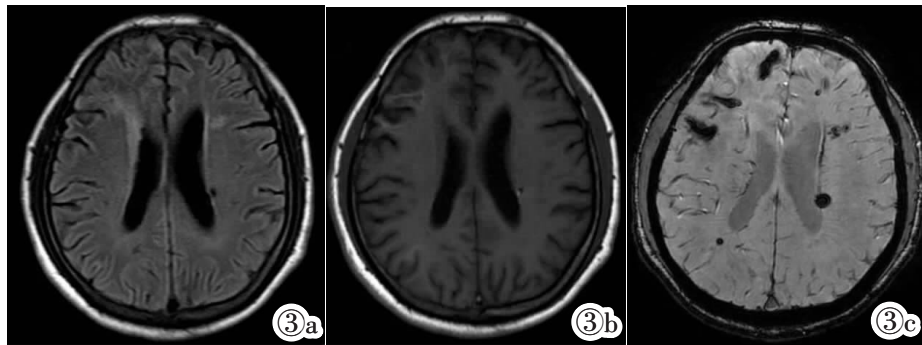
43 岁男性患者,间断发热 5 月,抗感染效果不佳,确诊原发性 HLH(PRF1 杂合错义突变)。头颅 MRI 提示侧脑室周围斑片状、片状 FLAIR 高信号(图 3a), T_1WI 右侧额叶病灶可见线状高信号(图 3b),SWI 双侧大脑半球可见多发结节状、条片状明显低信号(图 3c),提示合并多发出血灶。
